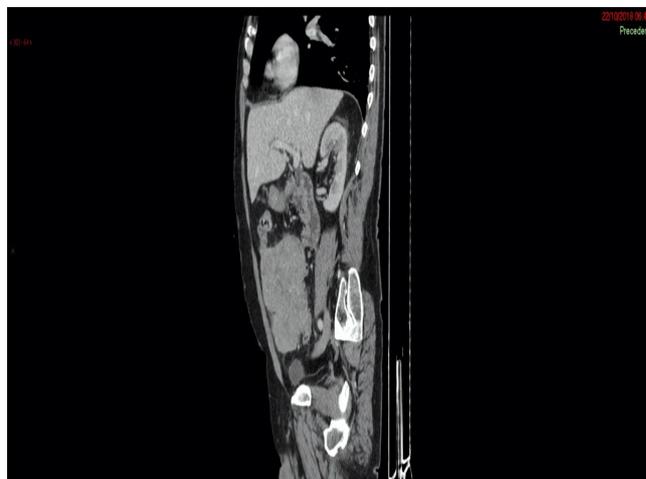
Corte sagital de TC de abdome em janela de partes moles, o qual demonstra que a lesão apresenta-se com realce e áreas de necrose central
